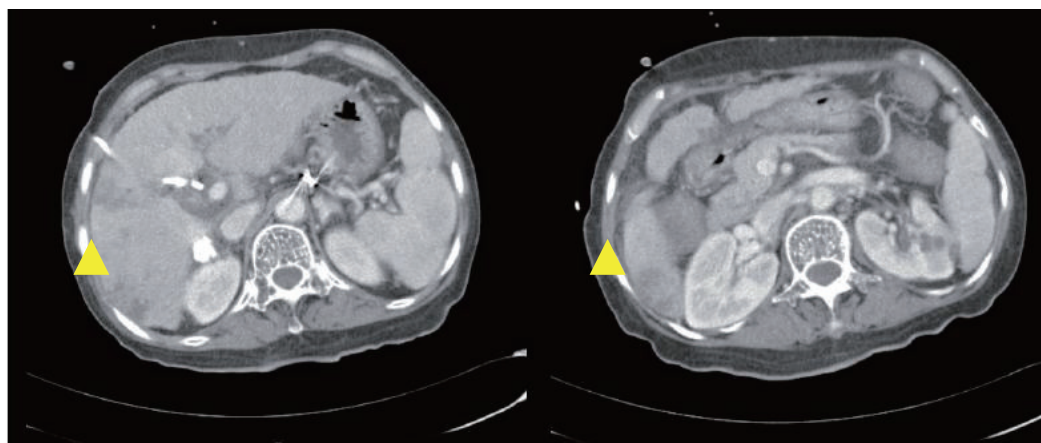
Newly developed 3.5 cm-sized abscess (arrow head) is observed in the right hepatic lobe on follow-up abdominal CT scan. The biloma around the hepatoduodenal ligament has decreased in size.
